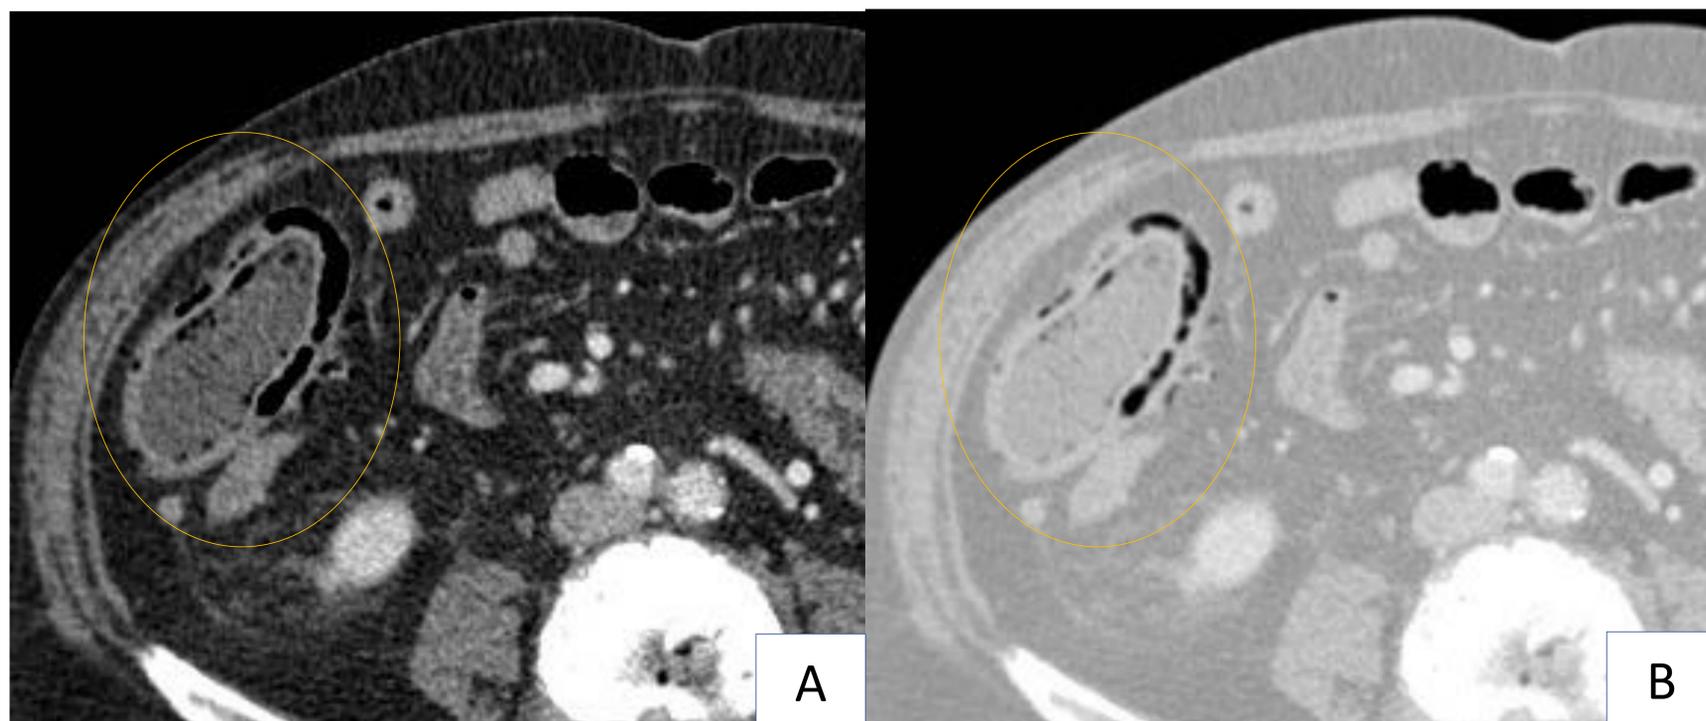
Varón de 65 años con neoplasia de lengua portador de PEG que acude por dolor abdominal. TC de abdomen con CIV, corte axial en ventana de partes blandas (A) y de pulmón (B). Hallazgos compatibles con neumatosis intestinal en colon ascendente sin otros hallazgos sugestivos de isquemia intestinal. Adecuado realce parietal, ausencia de engrosamiento mural ni cambios inflamatorios pericólicos.
